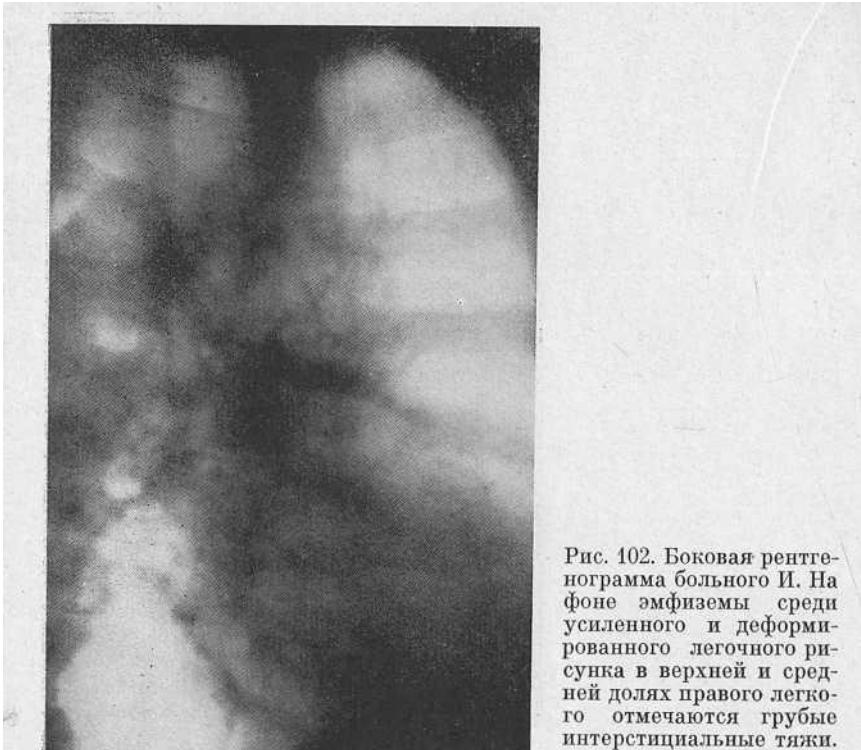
Боковая рентгенограмма больного И. На фоне эмфиземы среди усиленного и деформированного легочного рисунка в верхней и средней долях правого легкого отмечаются грубые интерстициальные тяжи.
